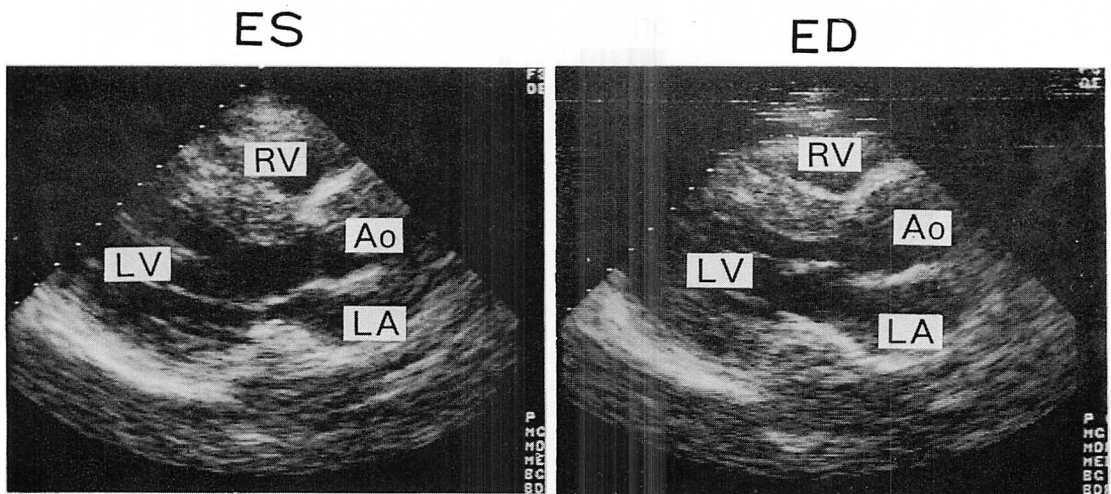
Echocardiograms on admission (Case 1).
